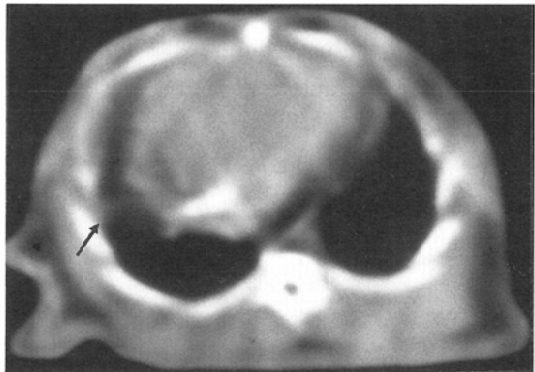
(A) CT scan immediately after ethanol injection shows a streaky or band-like shadow along the needle tract in the right lower lung (arrow).
